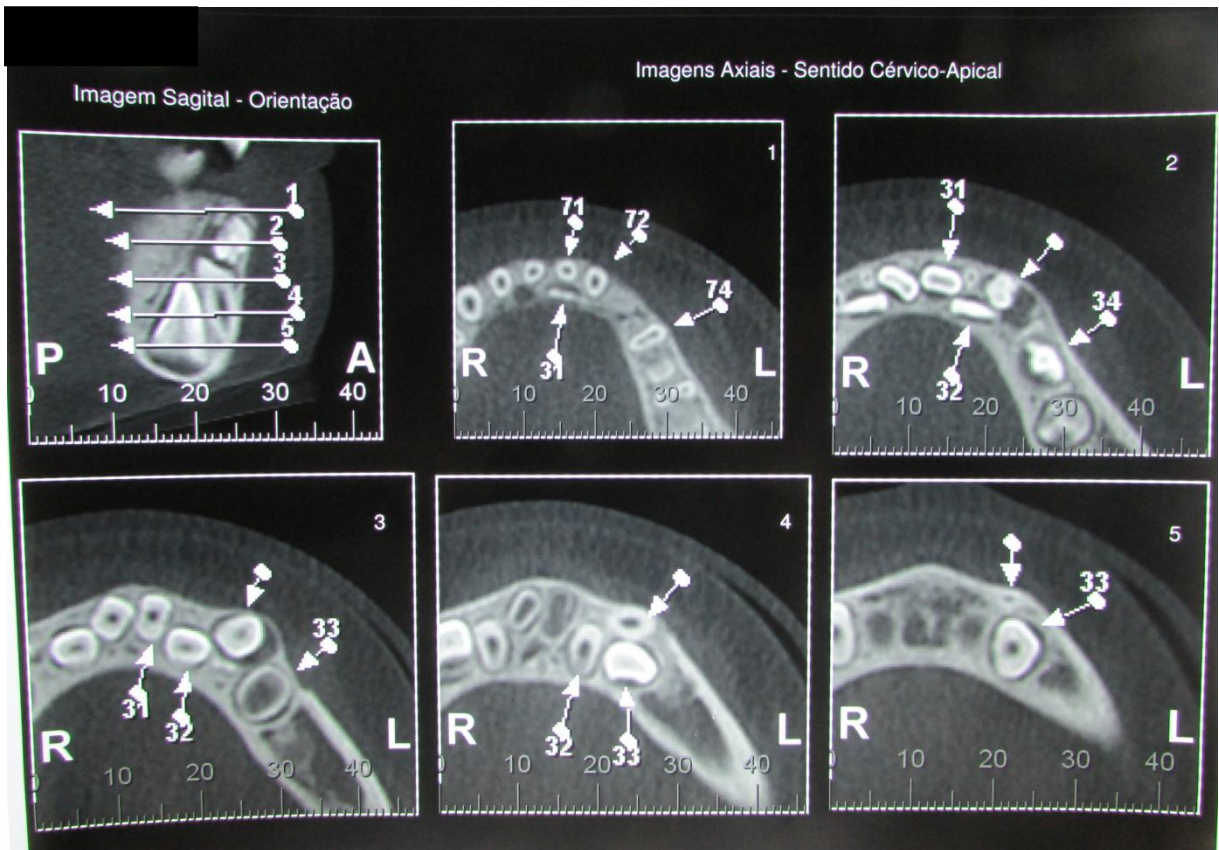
tomografia computadorizada, em corte axial, observa-se a posição do odontoma em relação aos dentes 71, 72, 74, 31, 32, 33 e 34.
